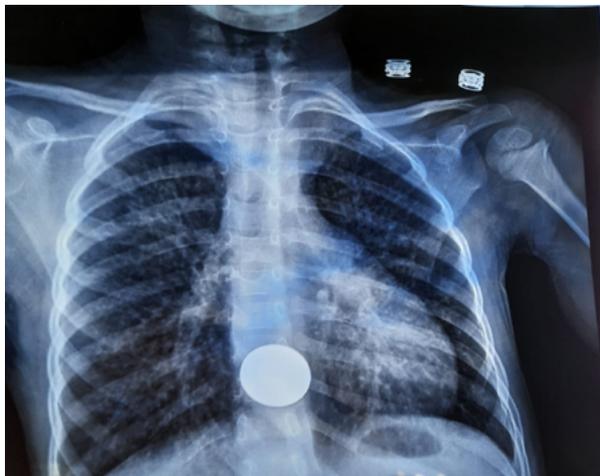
Radiographie thoracique de face montrant le corps étranger oesophagien.
